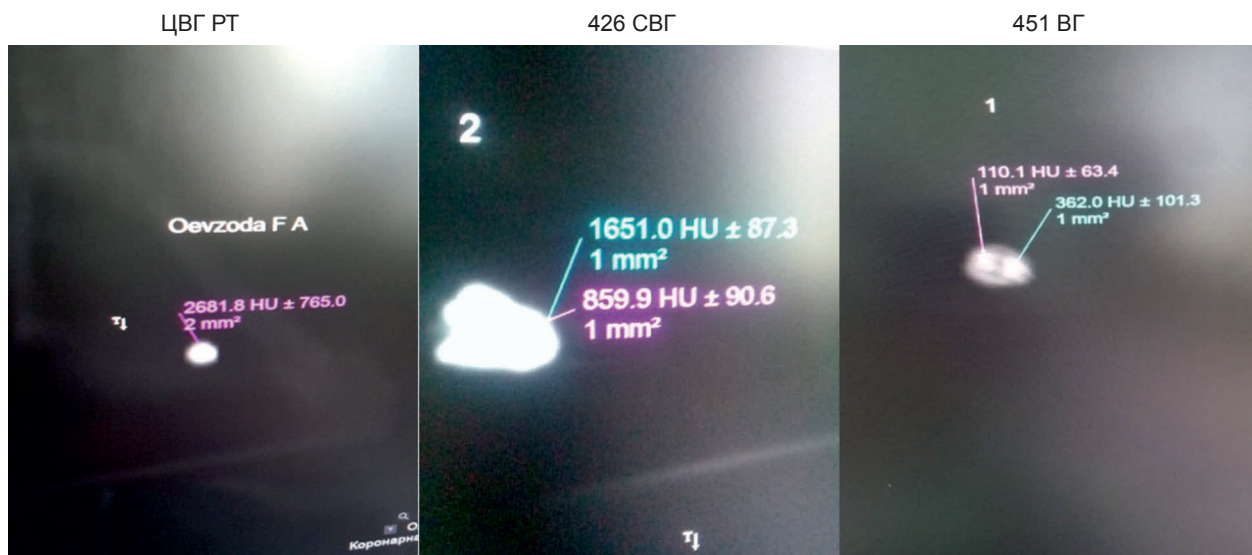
КТ-исследование с определением размера и структурной плотности обнаруженных конкрементов у военнослужащих с МКБ (объяснение в тексте)
